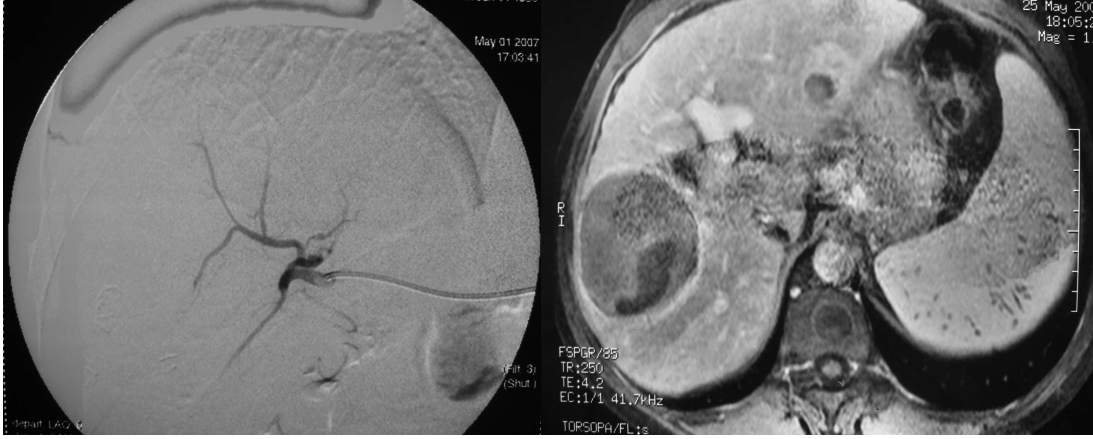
62 yaşında erkek, BCLC Evre B grubu hasta A. T1 ağırlıklı kontrastlı MR tetkikinde, heterojen kontrastlanma gösteren, düzensiz sınırlı segment 7 yerleşimli kitle B. Hepatik arteriyografide hipervasküler kitle C. DC Bead TAKE sonrası total devaskularizasyon D. Kontrol MR tetkikinde lezyonda kısmi nekroz
